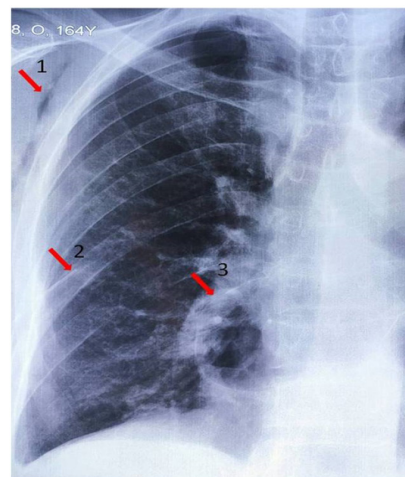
chest radiograph of the right side with 1: subcutaneous emphysema, 2: rib fracture site, 3: pneumatocele.
